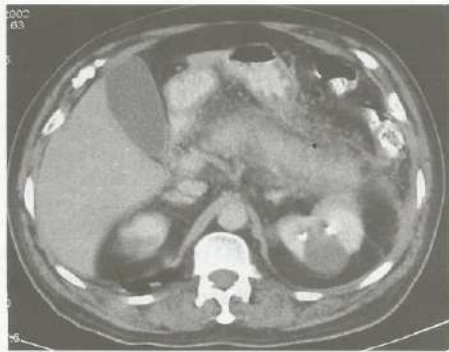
Pancreatite aguda. Corte de tomografia computadorizada que evidencia pâncreas aumentado de volume, com contorno irregular e mal definido devido ao borramento da gordura adjacente. Neste corte observam-se, ainda, fígado e vesícula biliar normais, além de cisto no rim esquerdo.
